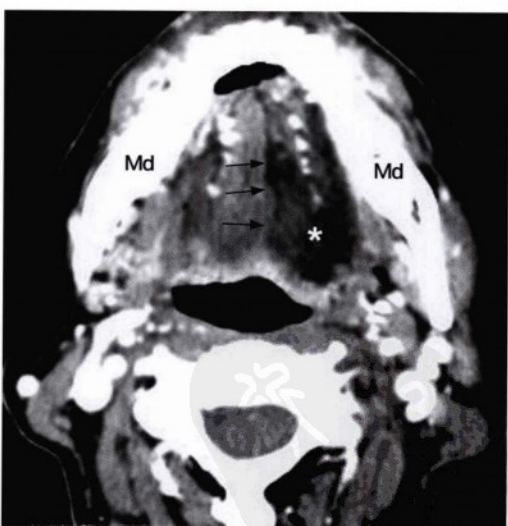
更下方经舌及下颌骨 (Md) 层面的横断位增强CT扫描，显示舌的非对称性低信号。左侧半舌存在界限清楚、未超过中线 (箭头) 的脂肪化萎缩 (星号)。另外舌中隔轻度向左侧偏移符合慢性去神经改变导致的舌容量减少。
